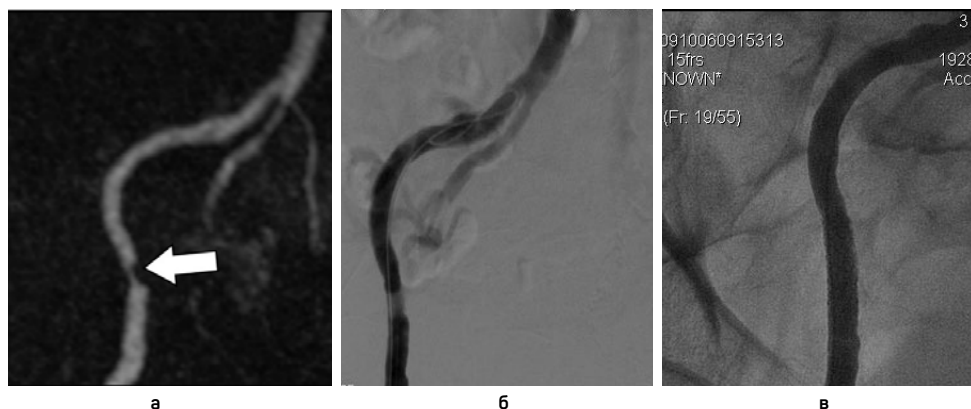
Атеросклеротический стеноз правой наружной подвздошной артерии: а — МР-ангиограмма: субтотальное сужение просвета правой наружной подвздошной артерии на протяжении 14 мм (стрелка) — возможно эндоваскулярное лечение с доступом через правую бедренную артерию; б — рентгенконтрастная ангиограмма, выполненная в процессе рентгеноэндоваскулярного лечебного вмешательства; в — рентгенконтрастная ангиограмма, выполненная по окончании рентгеноэндоваскулярного стентирования: просвет правой наружной подвздошной артерии восстановлен
